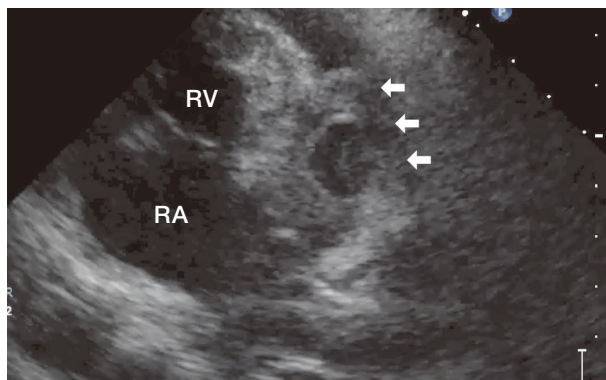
症例2における心臓超音波検査所見（左側傍胸骨長軸断面像）
